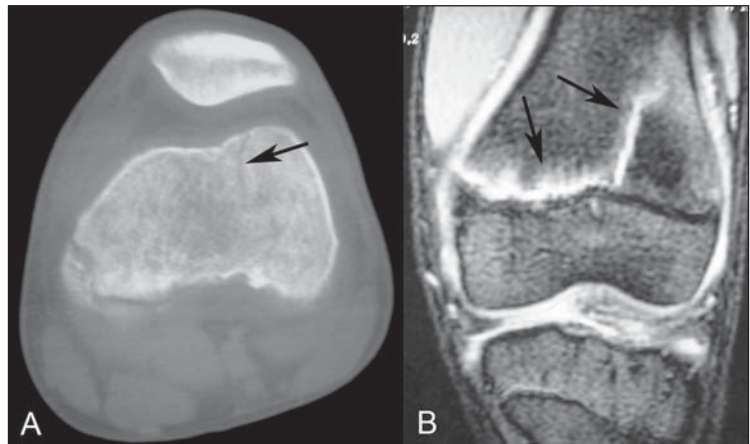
Fratura Salter Harris tipo II. TC no plano axial (A) do joelho esquerdo evidencia tênue linha de descontinuidade óssea na região metafisária do fêmur (seta). RM ponderada em T2 no plano coronal (B) demonstra com maior nitidez traço de fratura envolvendo a fise e se estendendo para a metafise (seta).
